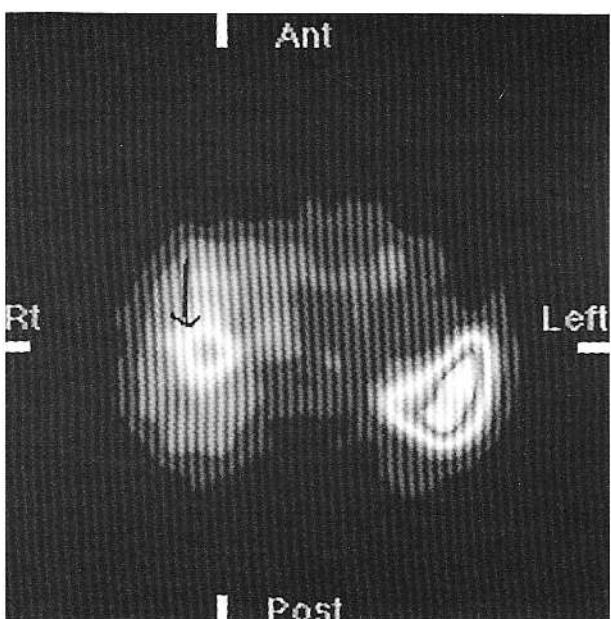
Tomoscintigrafie SPECT cu hematii marcate “in vivo”: hemangirom în segmentele V/VIII?
